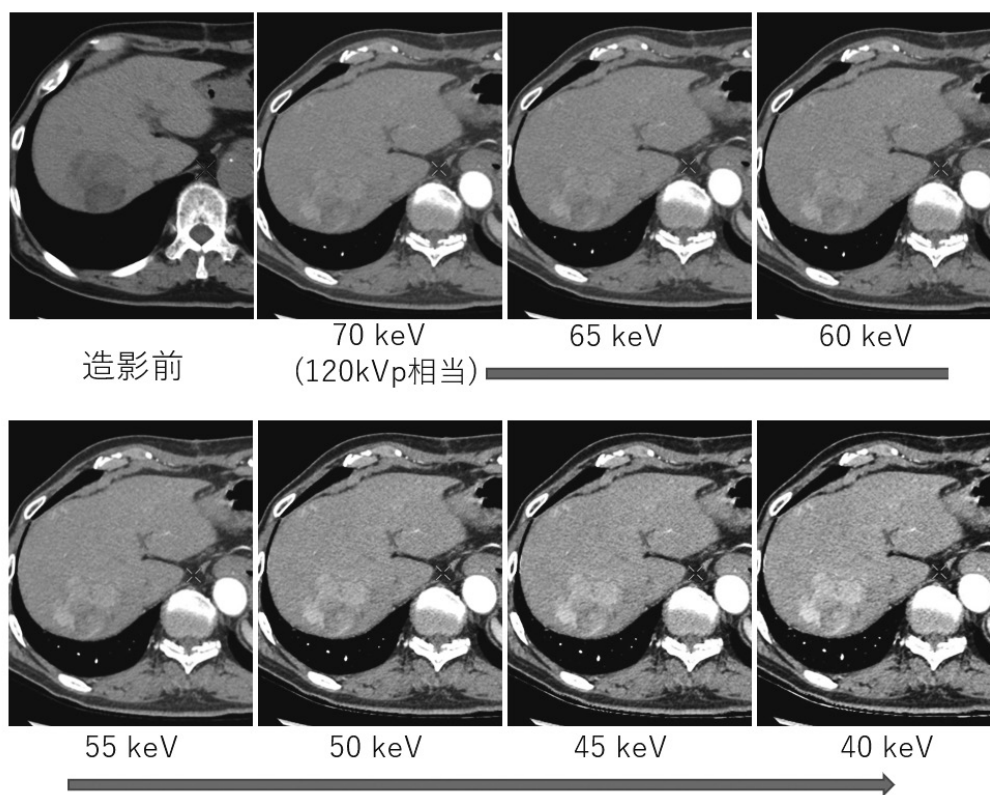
多血性肝細胞癌症例における仮想単色X線画像 (600mgI/kgを3.0mL/secで注入後の25sec後の動脈優位相画像)
